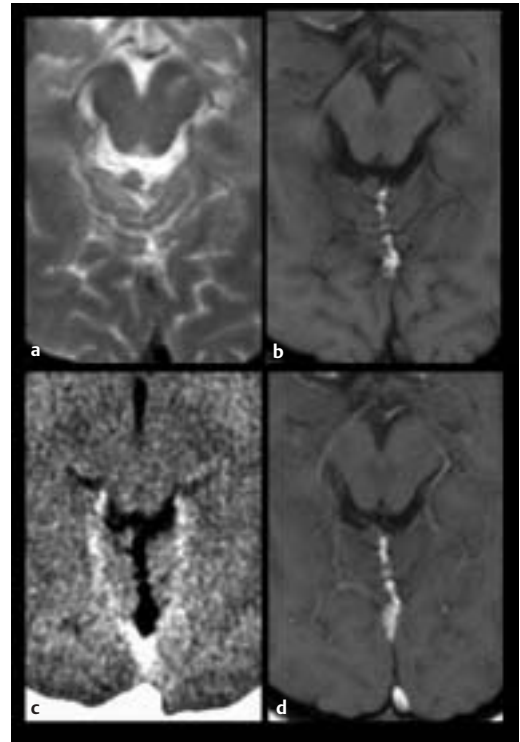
a Axial T2-TSE. b T1-SE nativ. c CT nach KM i.v. d T1-SE nach KM i.v.
